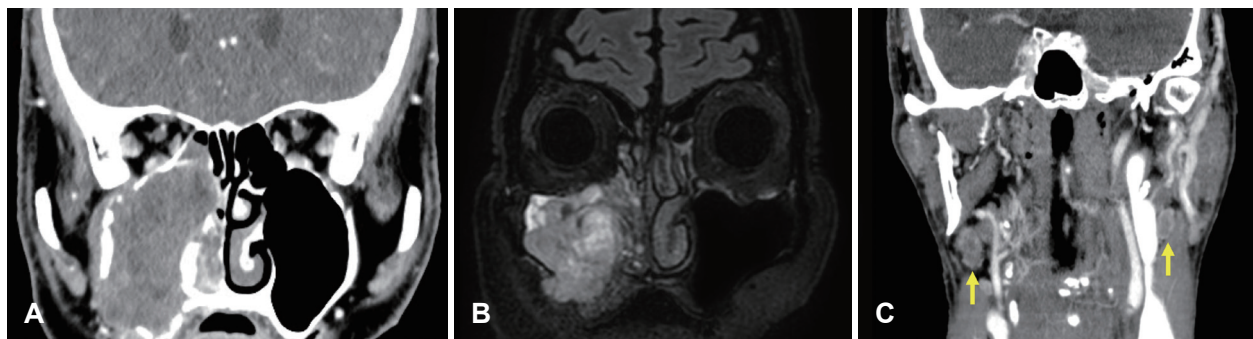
Imaging studies. A: Contrast-enhanced paranasal CT shows heterogenous right maxillary sinus tumor with bone destruction in right inferior orbital wall and maxillary sinus walls, extending to right ethmoid sinus. B: MRI shows similar findings with CT scans. But inferior orbital wall and intraorbital contents seems to be preserved. C: Contrast-enhanced neck CT shows metastatic lymph node (arrows) in both level II area.
